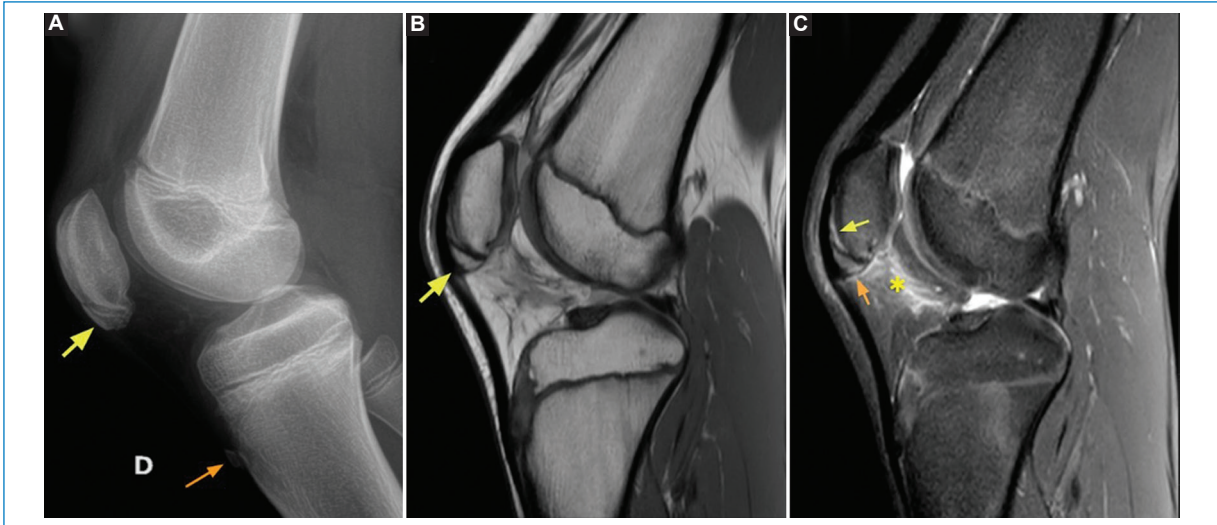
Paciente de 11 años con gonalgia derecha. Enfermedad de Sinding-Larsen-Johansson. (A) Rx perfil de rodilla donde se observa una calcificación hipertrófica en el polo inferior de la rótula con leve borramiento del plano graso infrarrotuliano (flecha amarilla). Foco de calcificación del cartílago apofisario de la TAT (flecha naranja). (B) RM DP sagital sin saturación grasa permite una buena valoración de la estructura ósea, tendones y cartílago. Calcificación hipertrófica en el polo inferior de la rótula (flecha amarilla). (C) T2/DP con saturación grasa que valora el edema óseo (flecha naranja) y de partes blandas (asterisco). Se puede observar también engrosamiento del cartílago apofisario (flecha amarilla).
